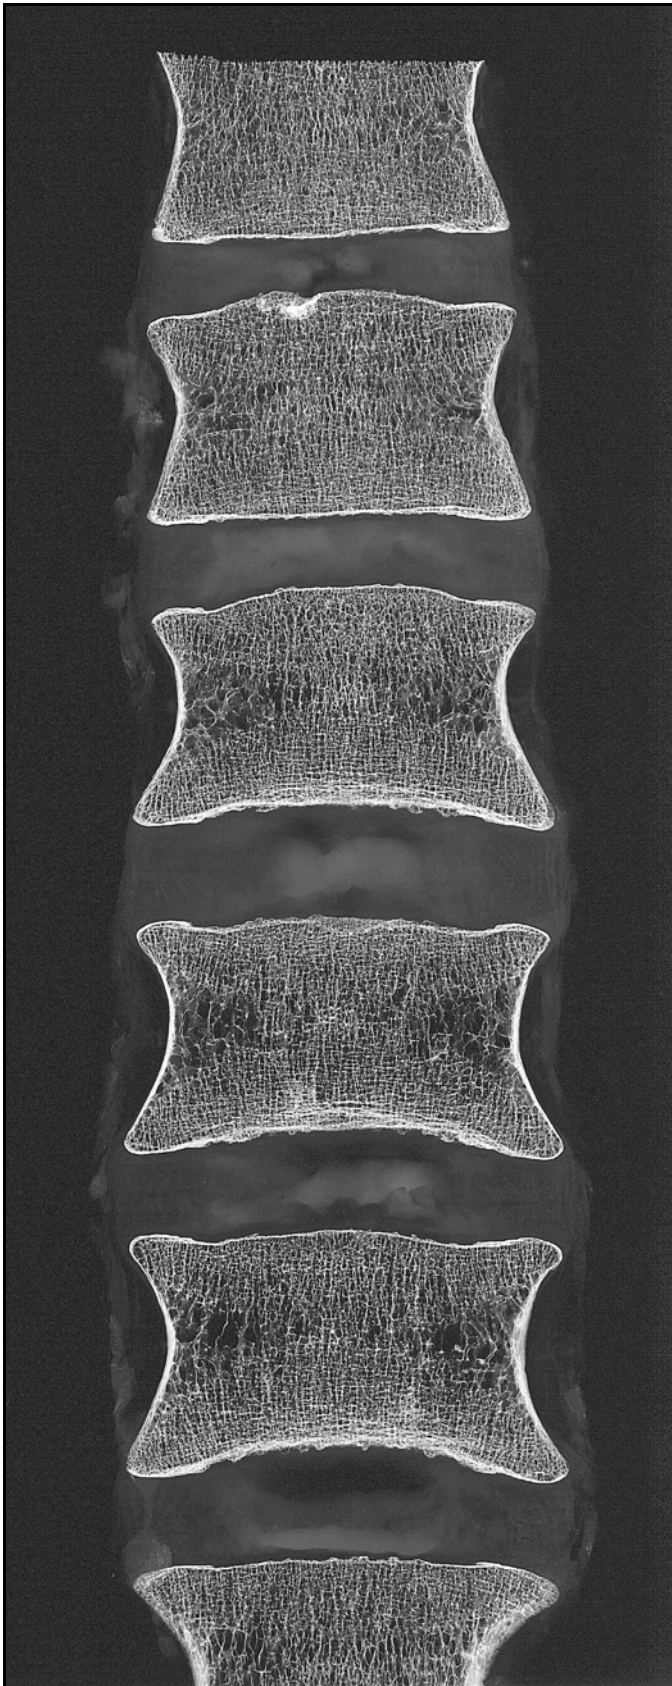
Kontakttradiographie einer coronar geschnittenen Wirbelsäule eines 57-jährigen Mannes. Dargestellt sind die Segmente Th12/L1 – L5-S1. Schmorlscher Knoten in Deckplatte LWK1.
